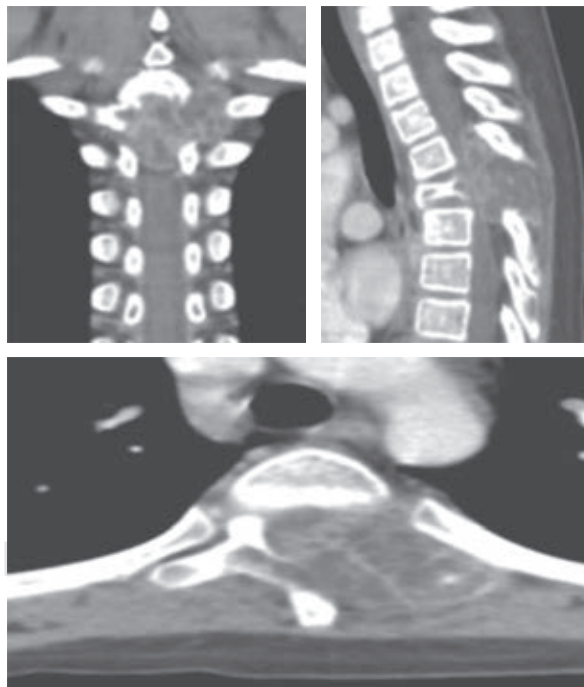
Cortes representativos de tomografía de columna torácica donde se observa masa tumoral a nivel de T4 que compromete elementos posteriores y conducto medular.
